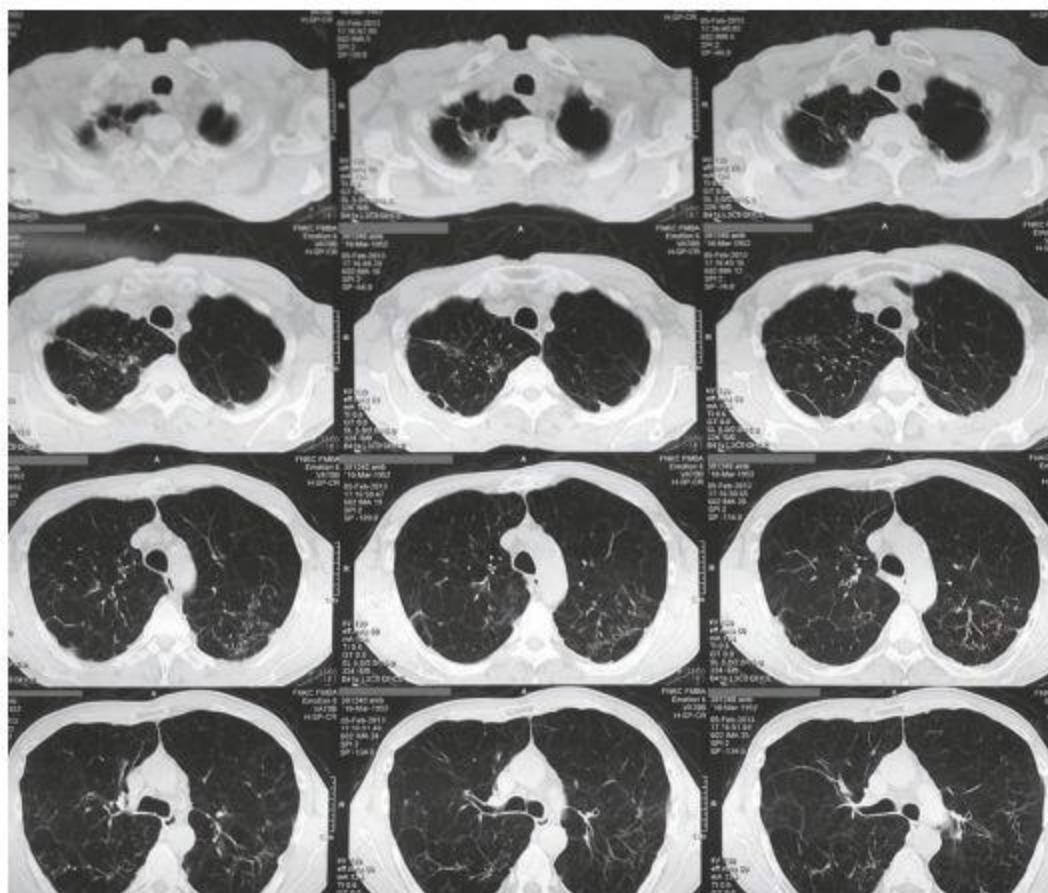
Данные КТ органов грудной клетки больного Д. через год после установки ЭК (клапаны не извлечены)
